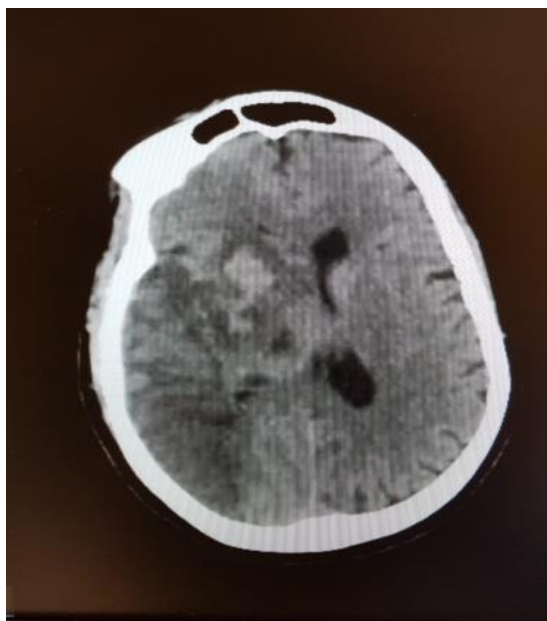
TDM cérébrale sans injection de contrôle après 48h
